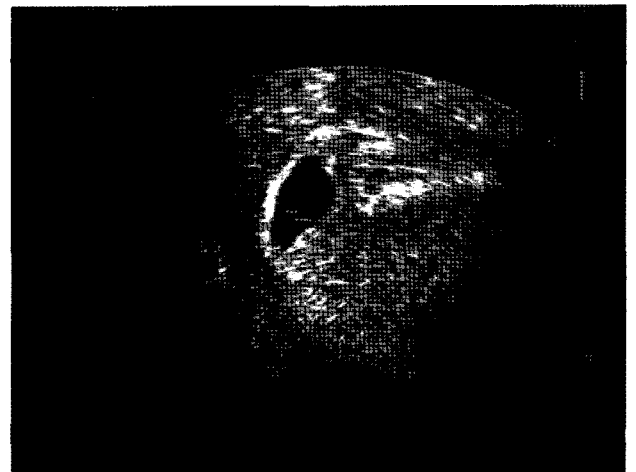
Transvaginal sonographic showing the presence single intrauterine G-sac on 25th day after ET.
